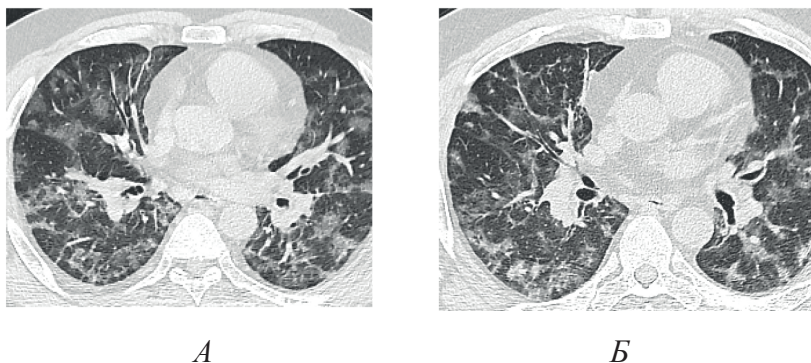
МСКТ ОГК больного Ш., 49 лет, с COVID-19: а. – через 9 дней после начала заболевания (консолидация легочной ткани); б. – через 22 дня (продолжается консолидация легочной ткани)
